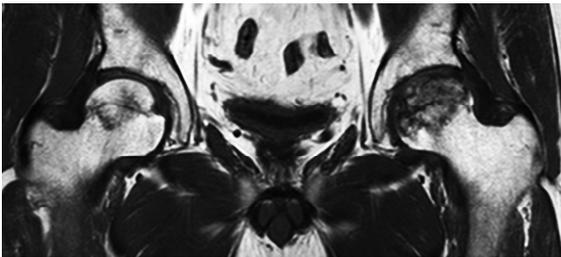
MRI T1 強調画像(ステロイド開始後 10 か月)
